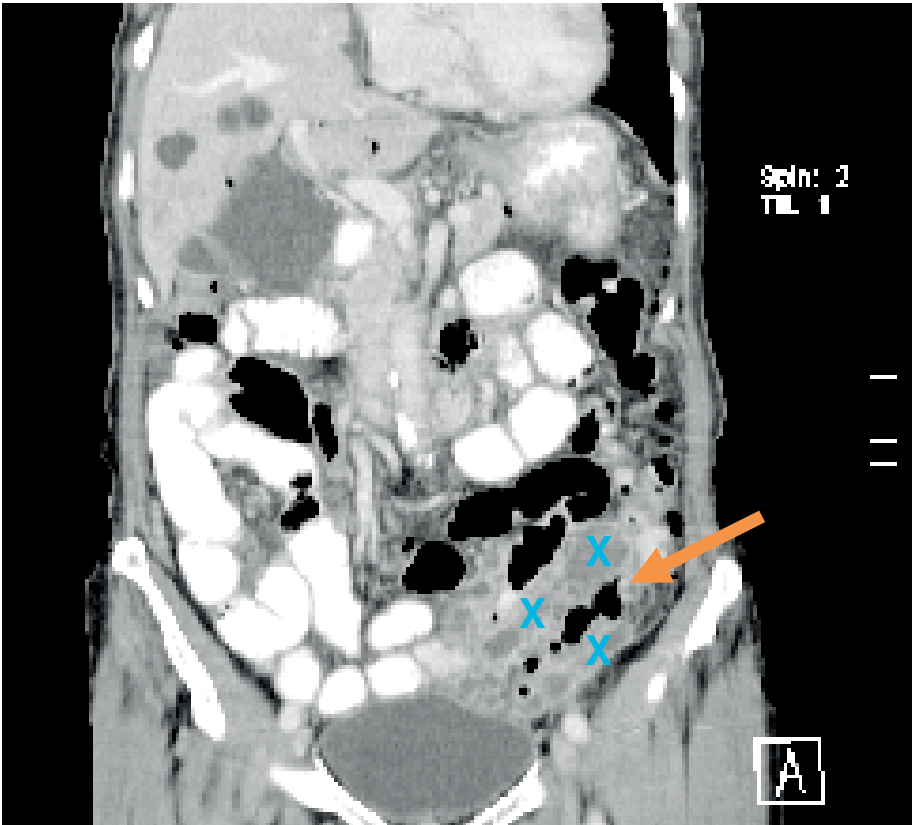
Computertomografischer Befund einer akuten Divertikulitis (Pfeil) mit Eiterstraßen (Abszess) um den Darm (x).
